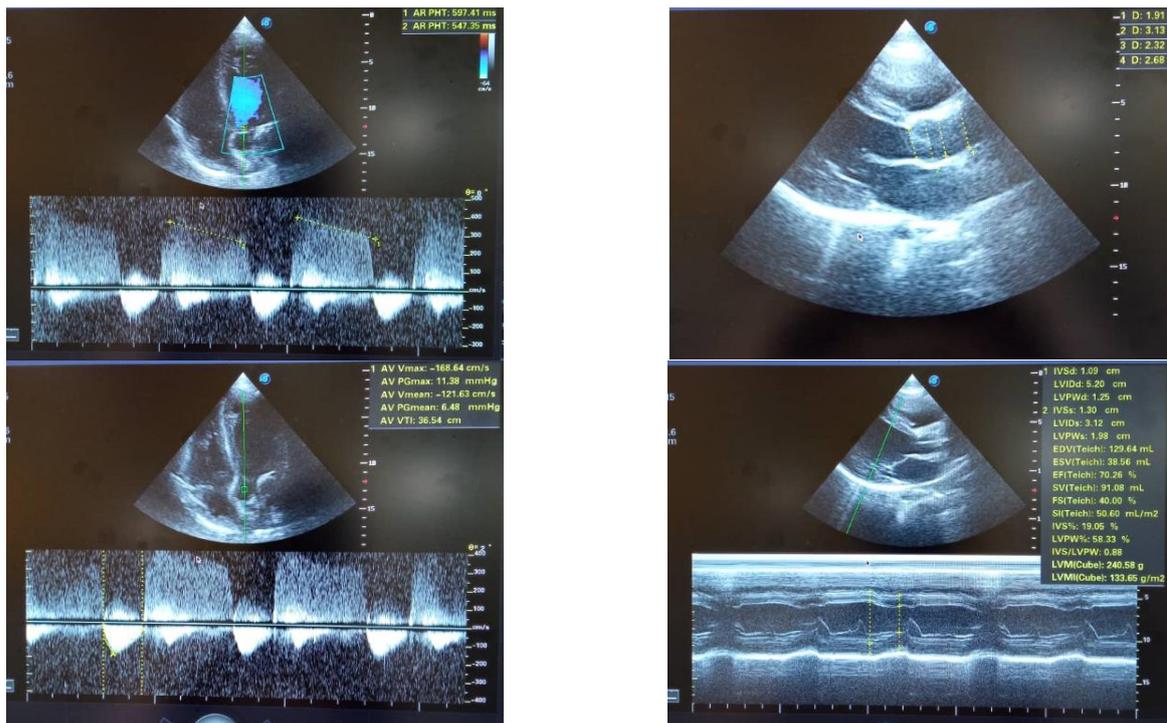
Échographie Doppler cardiaque
